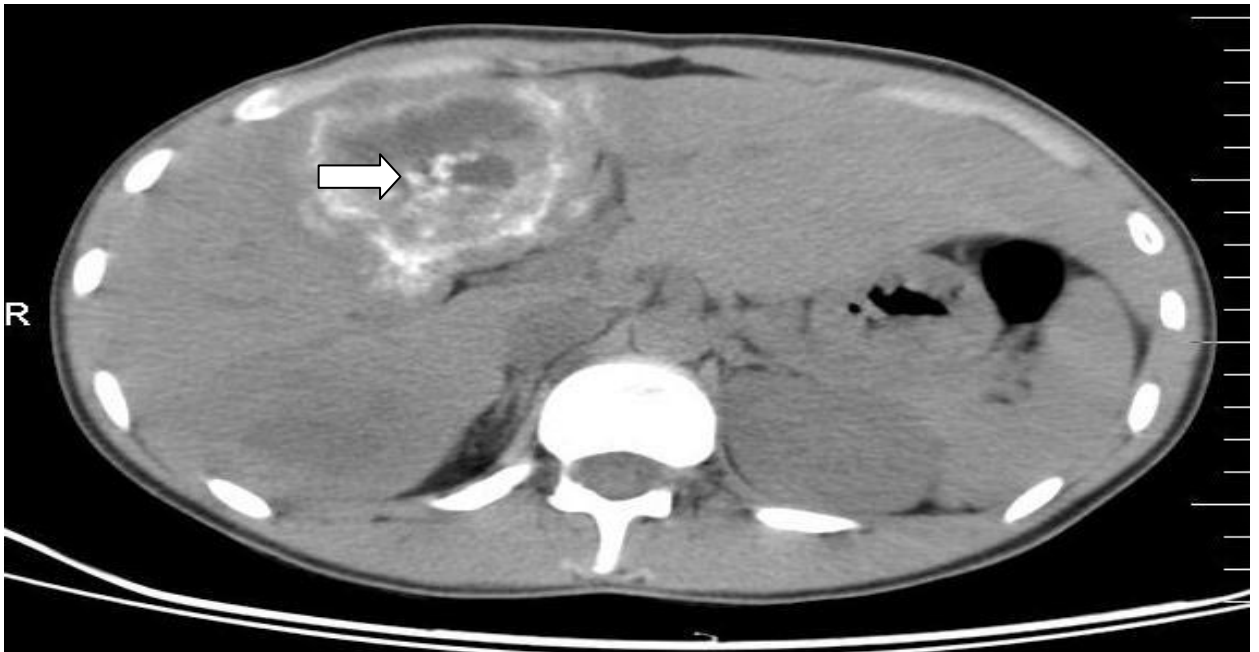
Компьютерная томограмма больной Г. Картина альвеококкоза печени с участками обызвествлений (стрелка).
